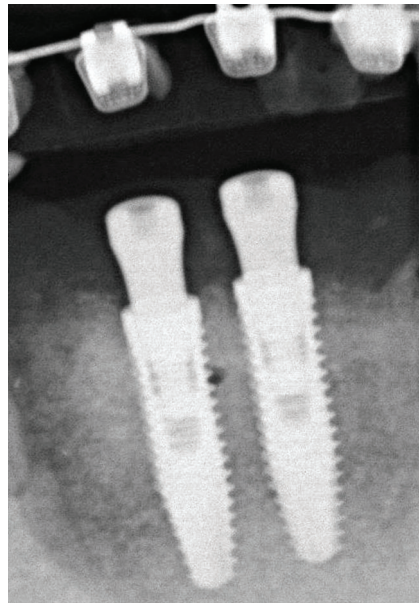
Radiografia periapical de controle após instalação dos cicatrizadores.
